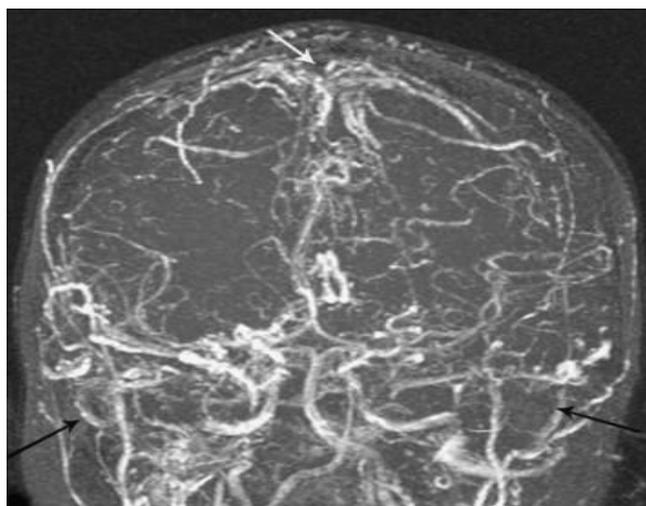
Aspect d'angio-IRM veineuse TOF (time of flight) bidimensionnel d'une thrombose veineuse cérébrale liée à la maladie de Behçet ⁽²⁷⁾.
